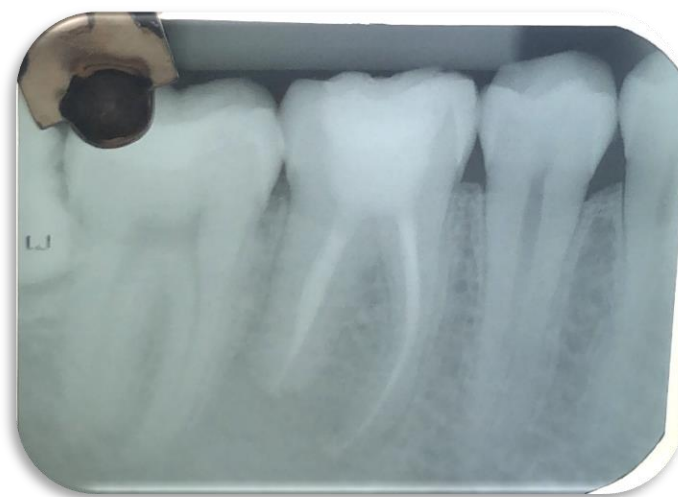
Radiografia após 3 meses do tratamento endodôntico
